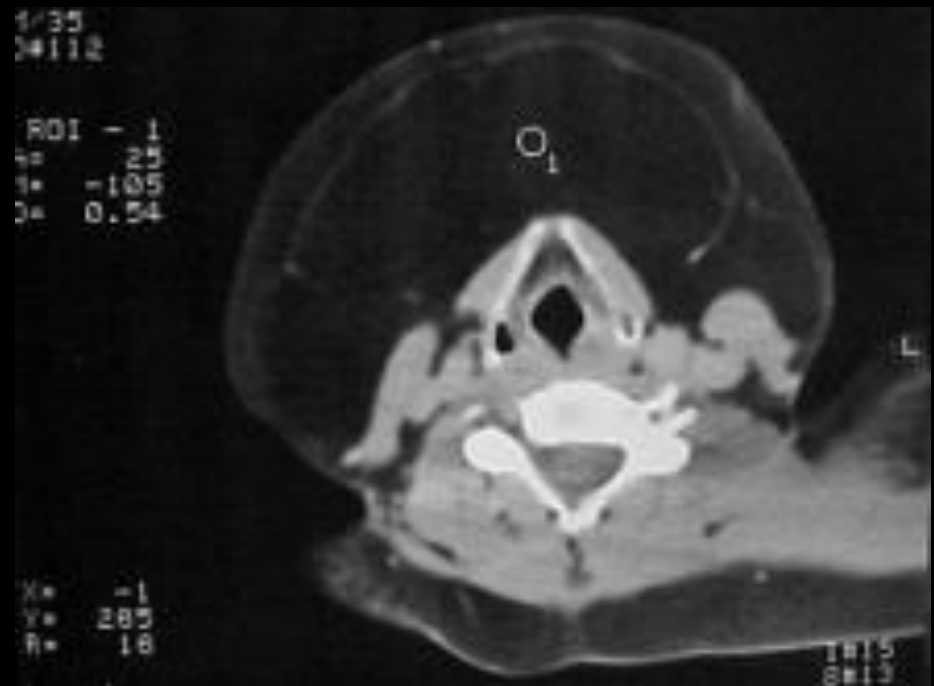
TAC. Acentuado aumento de tecido gorduroso na região anterior do pescoço.
